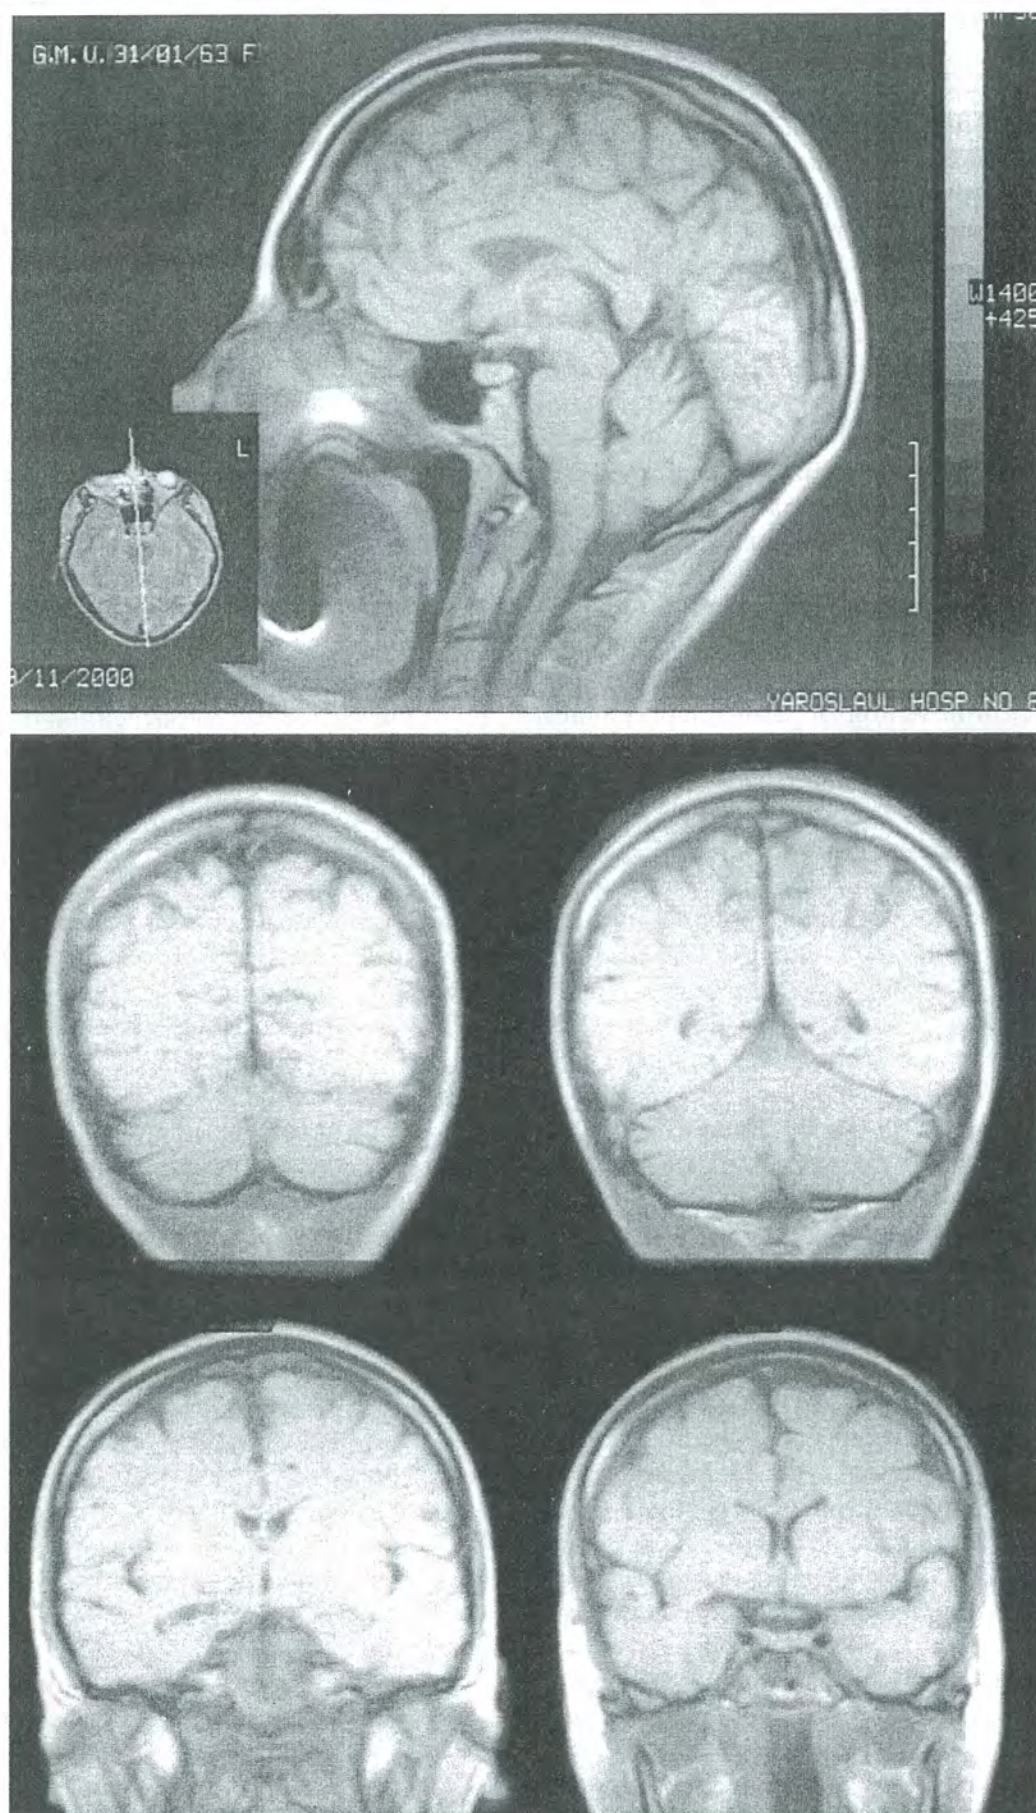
Больная Г. МР-томограмма головного мозга: расширение конвексительного пространства.
